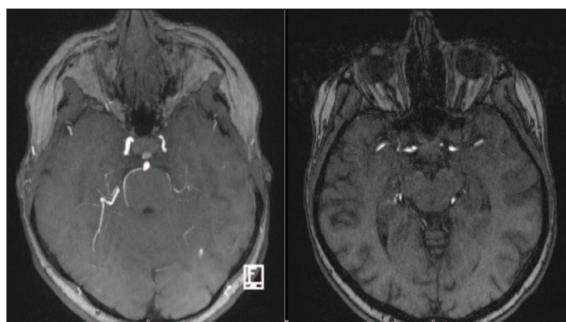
Angio RM: Estenose da artéria carótida interna esquerda no seu segmento supraclinoideu. Assimetria do calibre entre a carótida interna direita e carótida interna esquerda. Estenose da artéria carótida interna esquerda com má definição da sua bifurcação em artéria cerebral anterior e artéria cerebral média esquerda.
